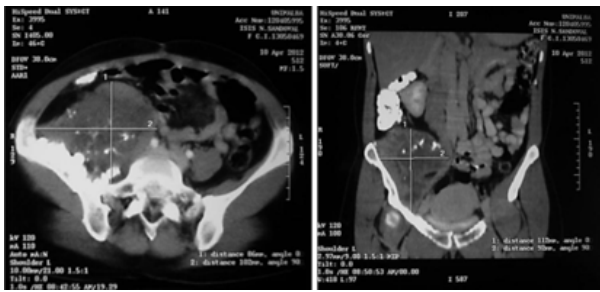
Imágenes de TC en sus cortes axial (izquierda) y coronal (derecha).
